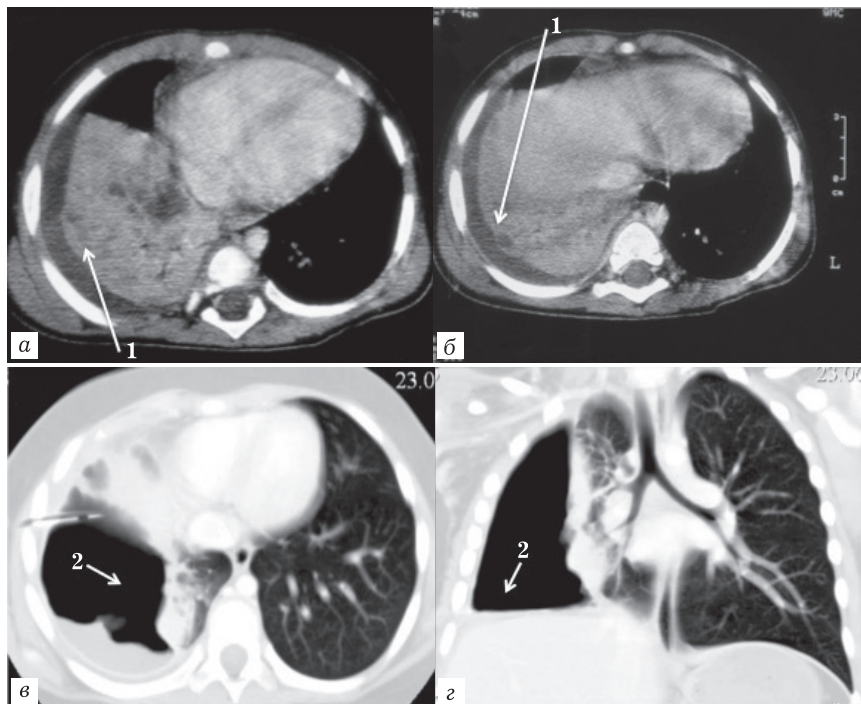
Мальчик 2 года 10 мес. Острая клиническая картина воспалительного процесса. Рентгенологически правосторонняя пневмония. МСКТАг через 8 дней (а, б) и через 15 дней (в, г) от начала заболевания. В нижней доле правого легкого на фоне консолидации легочной ткани субплеврально выявляются мелкие зоны деструкции/некроза (1), не накапливающие контрастный препарат, осложнившиеся развитием эмпиемы плевры и пиопневмоторакса (2). Хирургическое лечение
